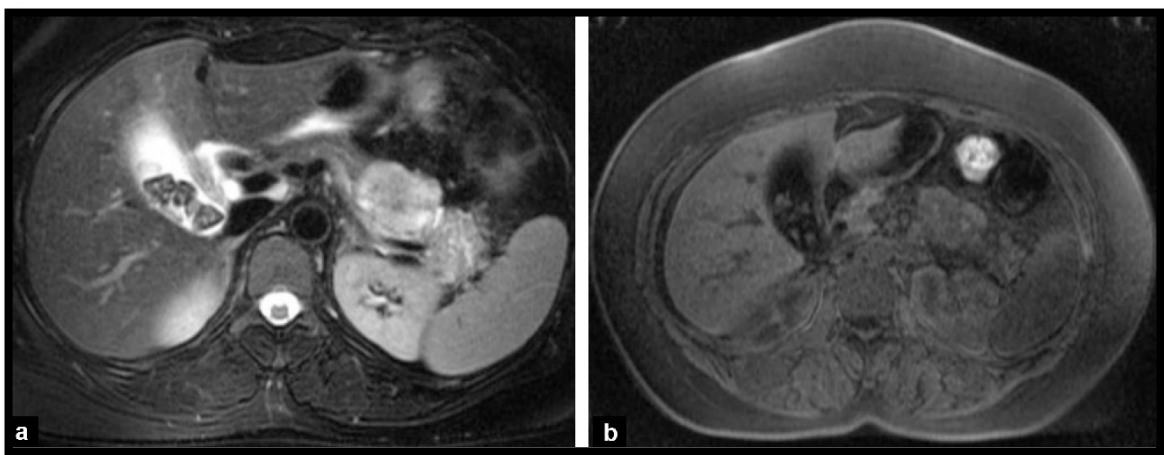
IRM en coupe axiale d'une TPPS de la queue du pancréas en hypersignal T2 (a) et en hyposignal T1 avec hypersignaux hémorragiques centro-lésionnels (b) (40)
